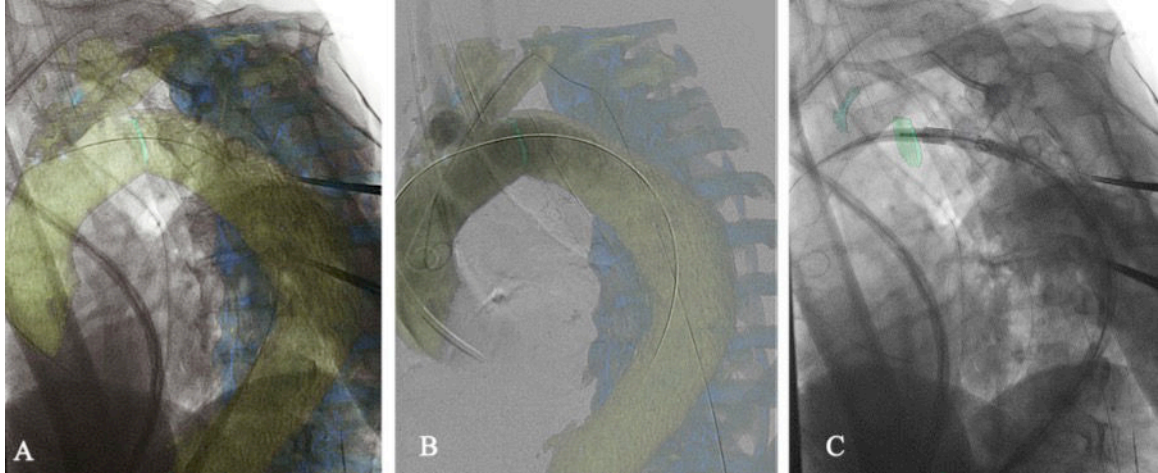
CT 3D avec en vert la zone de largage planifiée (A). Superposition en fond de l'artériographie faite pour vérifier le recalage (B). Déploiement de l'endoprothèse en ne visualisant uniquement que la représentation de la zone de largage (C)
